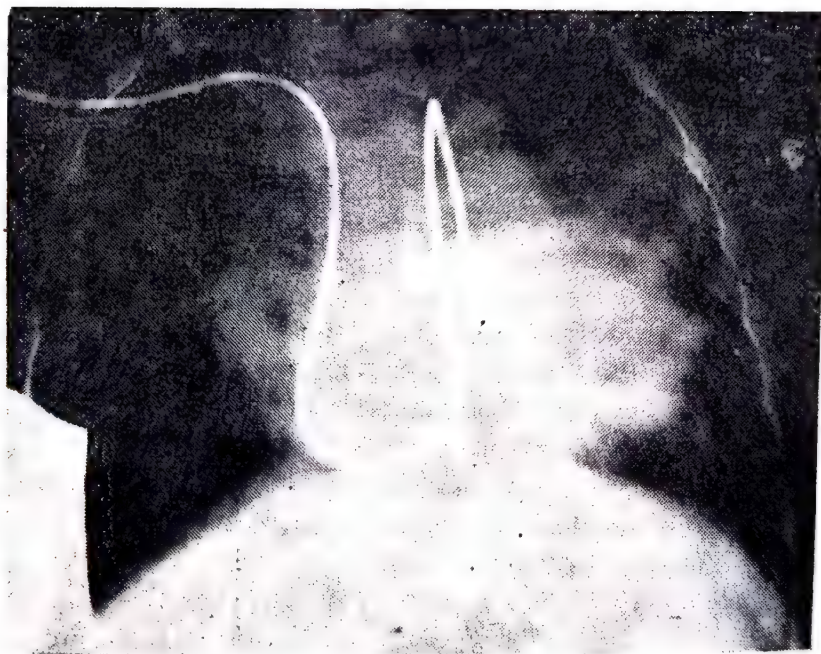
101. — Persistența canalului arterial ; cateterism cardiac (radiografie P.A.).
